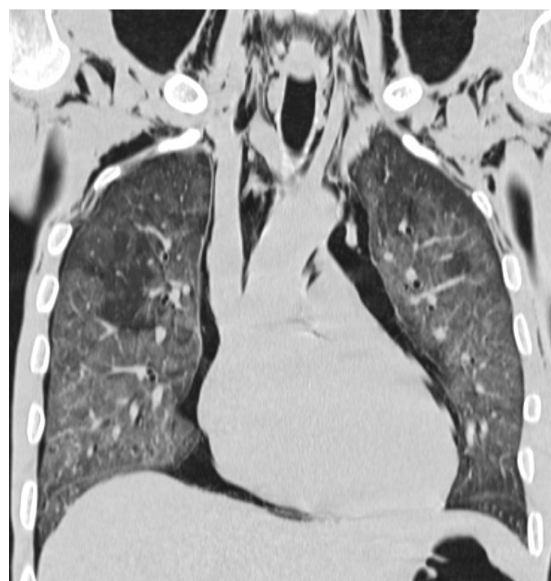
TC torácico, imagem de reformatação coronal, janela pulmonar.
